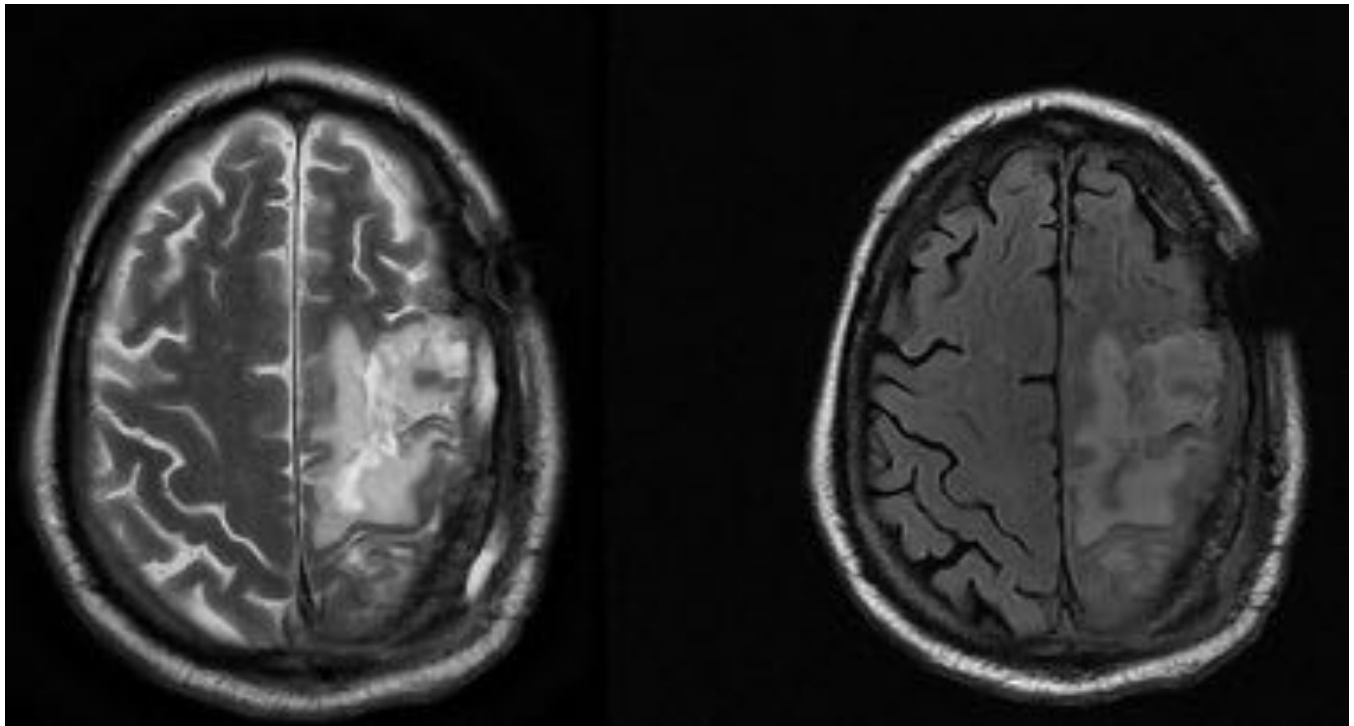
Cortes axiales de secuencias potenciadas en T2 y FLAIR. Se muestra un área heterogénea, fundamentalmente hiperintensa, de sustancia blanca, fronto-parietal izquierda, en relación a absceso.
